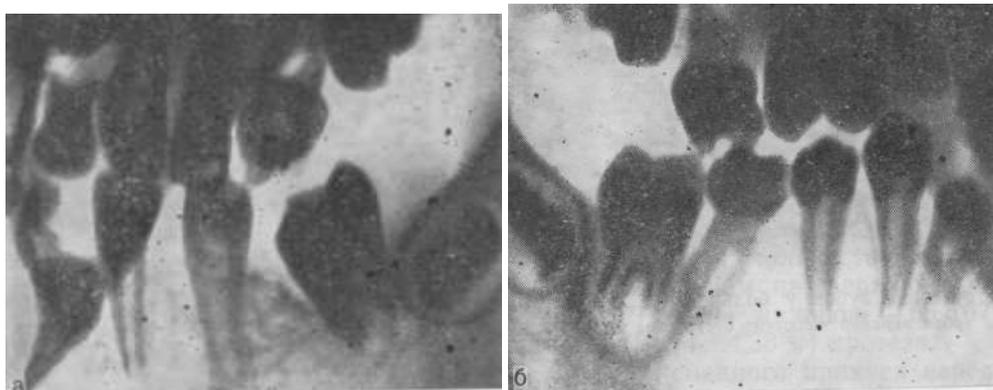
Рентгенограммы зубов верхней и нижней челюстей того же больного. Множественные пороки развития зубов. а — справа; б — слева.
